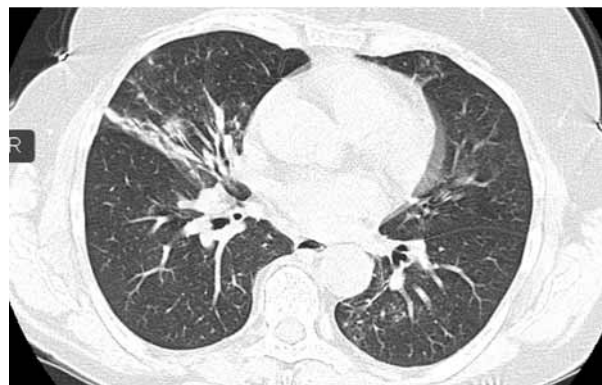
Мультиспиральная компьютерная томография легких при поступлении пациентки Т. 61 года
